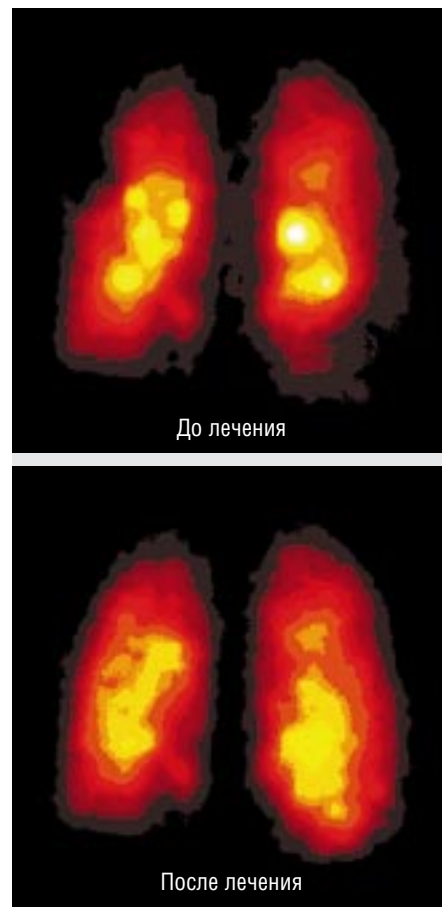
Изменение регионарной вентиляции легких на фоне антигомотоксической терапии (по данным аэрозольной сцинтиграфии)
